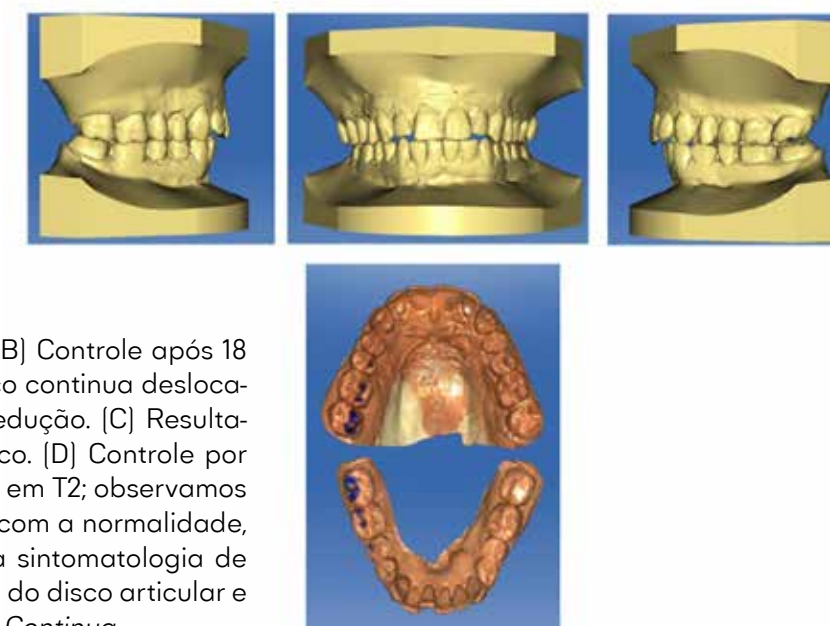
Continuação.* [B] Controle após 18 meses e RM em DP; o disco continua deslocado para anterior e com redução. [C] Resultados de controle terapêutico. [D] Controle por imagens de RM, protocolo em T2; observamos uma situação compatível com a normalidade, ou seja, remissão total da sintomatologia de dor miofascial e recaptura do disco articular e com redução na abertura. *Continua*
